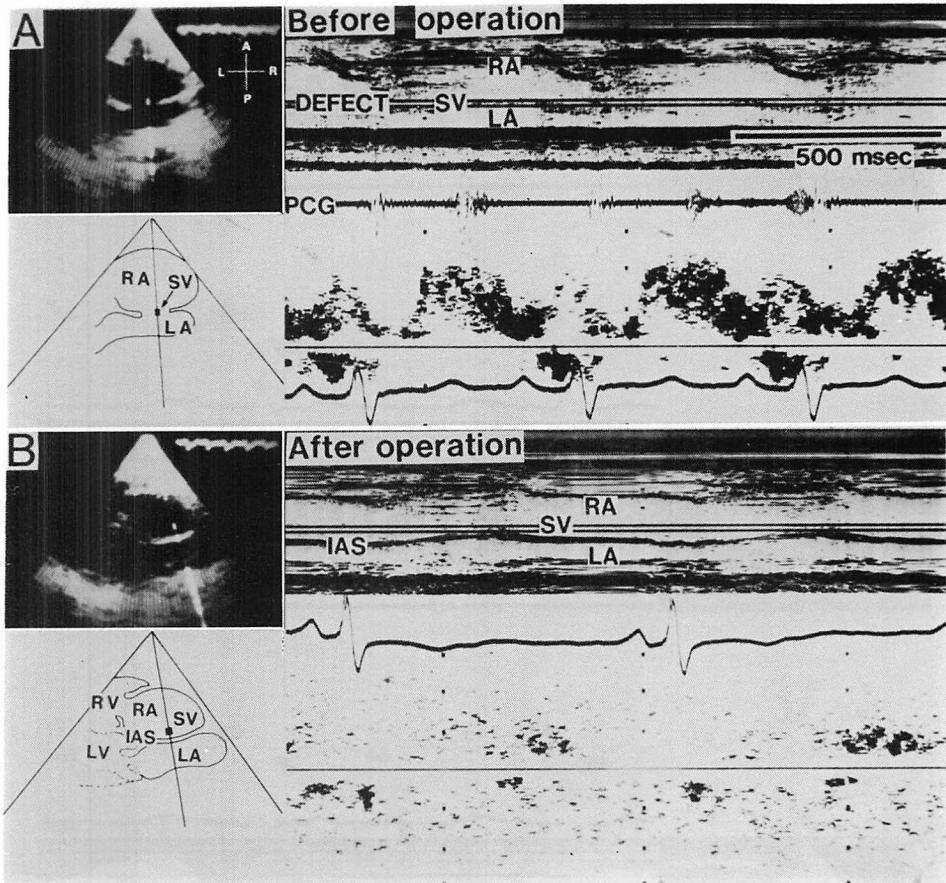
Doppler echocardiograms in Case 5 before and after operative closure of a defect.
